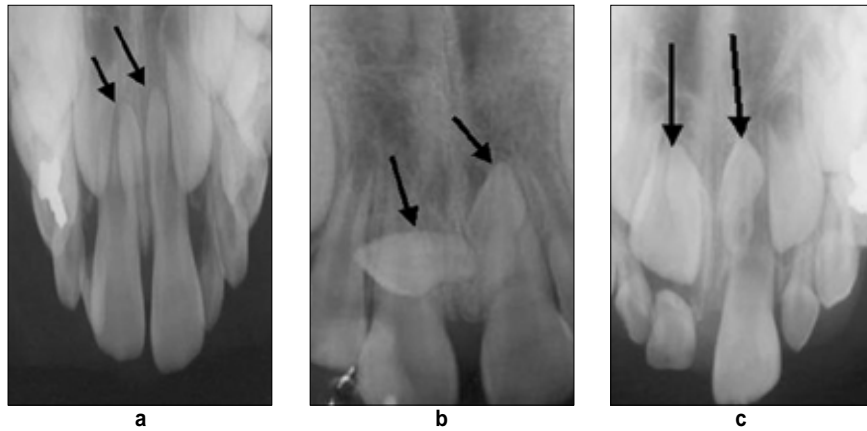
a,b,c. 방사선 사진에서 2개의 과잉치가 나타난 모습.
